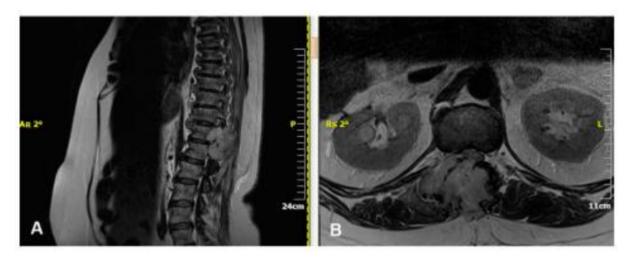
(7) Resonancia magnética de metástasis renal toracolumbar. (A) Plano sagital, (B) Plano axial.
